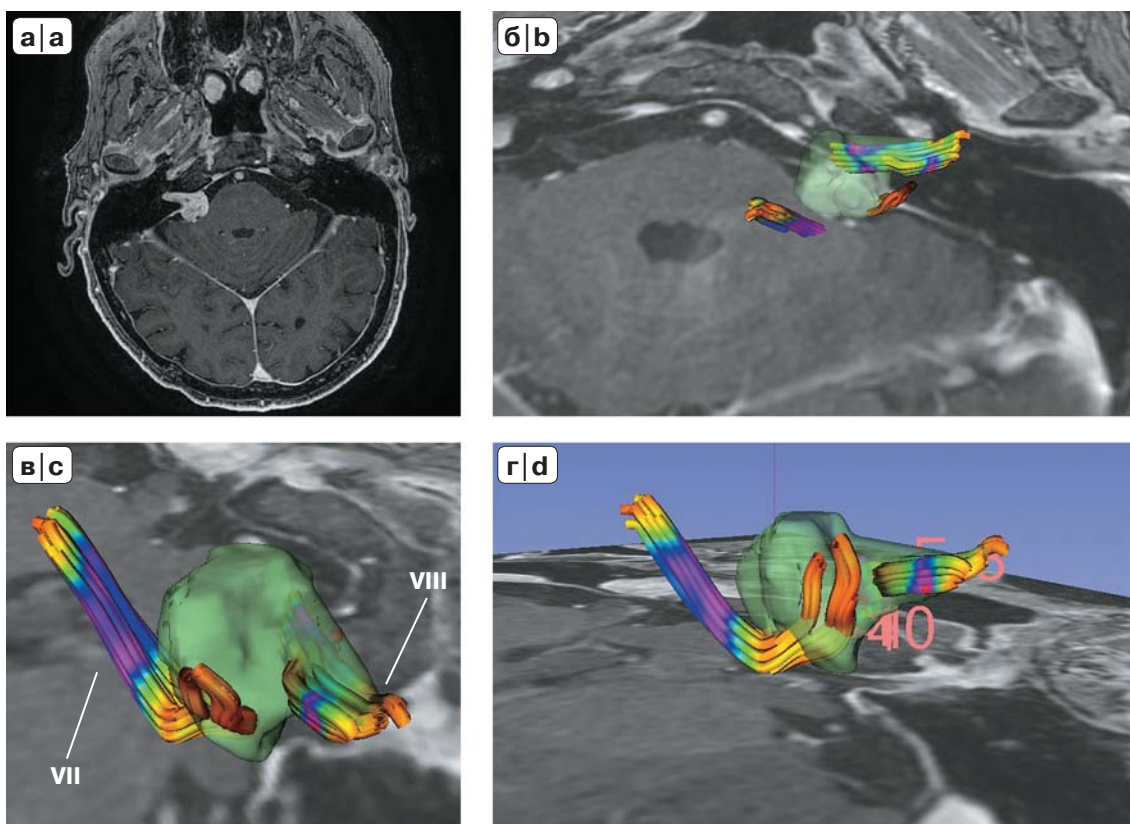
Моделирование трактов лицевого и тройничного нервов у пациента с вестибулярной шванномой 2-й стадии по W. Koos. а – представлена дооперационная МР-томограмма у пациентки с вестибулярной шванномой Коос 2; б–г – выполнено “наложение” модели опухоли и результатов постобработки трактографии – визуализируются VII, VIII черепные нервы относительно поверхности опухоли.
